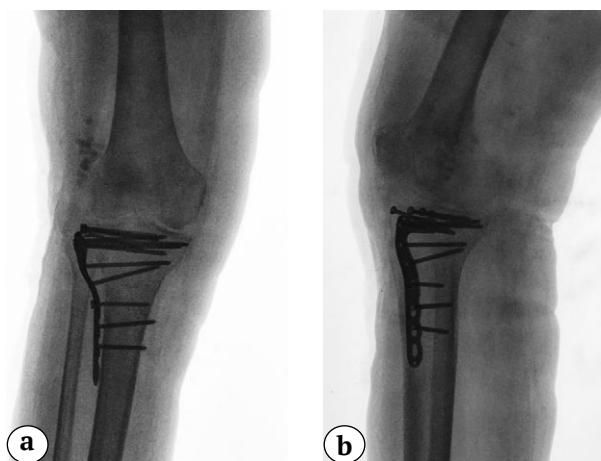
Отсутствие признаков нестабильности имплантатов на контрольных рентгенограммах после купирования первичного инфекционного процесса, перед выпиской: а — прямая проекция; б — боковая проекция
